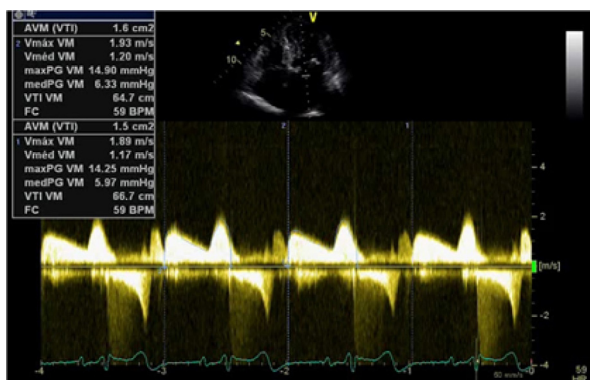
Estudo com Doppler contínuo da valva mitral, onde se observam os gradientes diastólicos máximo, médio e o cálculo da área valvar pelo PHT.
